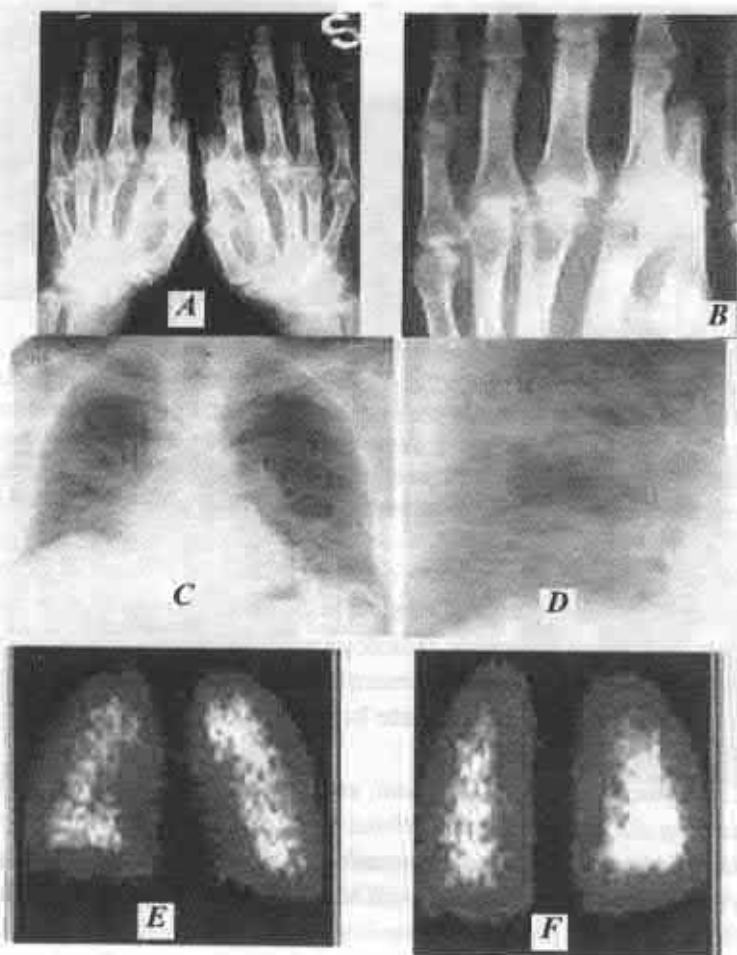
A,B – radiografia mâinilor în poziție standard și imaginea mărită a articulațiilor MC pe stînga: osteoporoză juxtaarticulară a oaselor falangiene, metacarpiene și carpiene; îngustarea spațiilor articulare ale articulațiilor MCP, IP, IC, cu compresiunea vădită a oaselor carpiene (micșorarea indicelui Trentham-Masi); manifestări de anchiloză fibrozantă între oasele carpiene (tabloul radiologic al AR gr. III). C, D – radiografia organelor toracice de ansamblu și imaginea mărită a porțiunii inferioare a cîmpului pulmonar pe dreapta:
